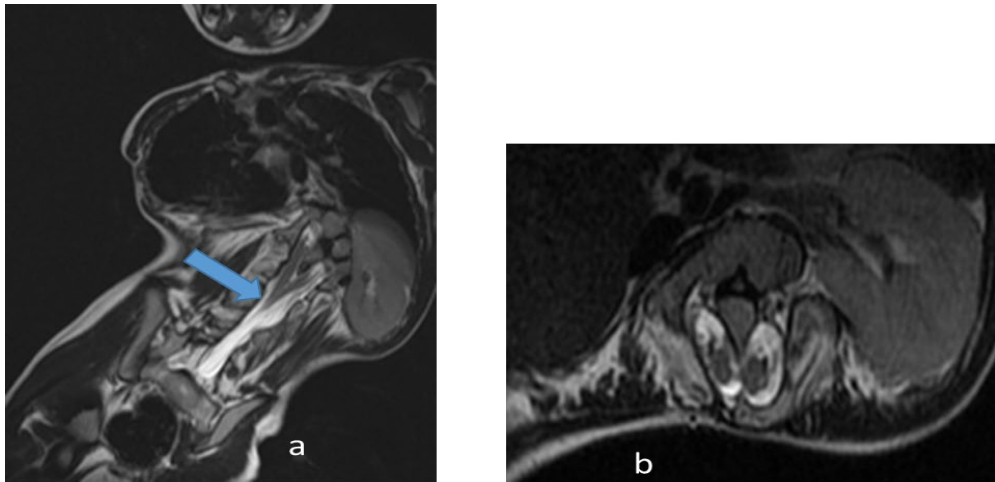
IRM médullaire objectivant un rachi-ischisis (flèche orange) avec double filum terminal (flèche jaune) et une cavité de syringomyélie.
